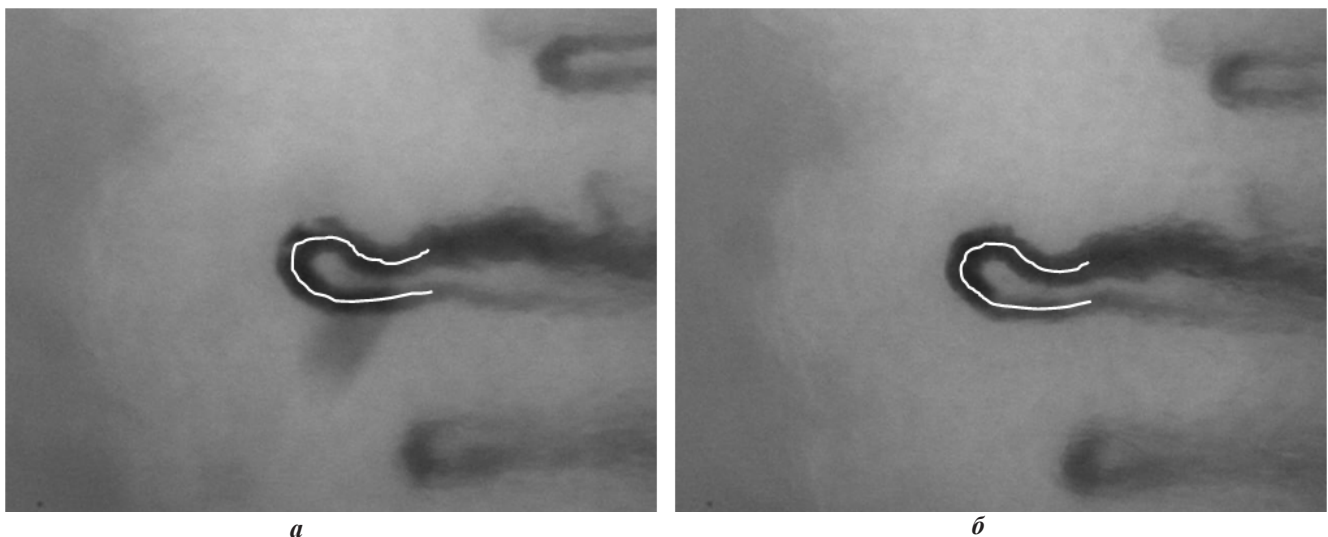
Область расчета скорости капиллярного кровотока (белая линия) в одном и том же капилляре: *а* — исходно; *б* — через 2 часа после окончания инфузии «Актовегина»
